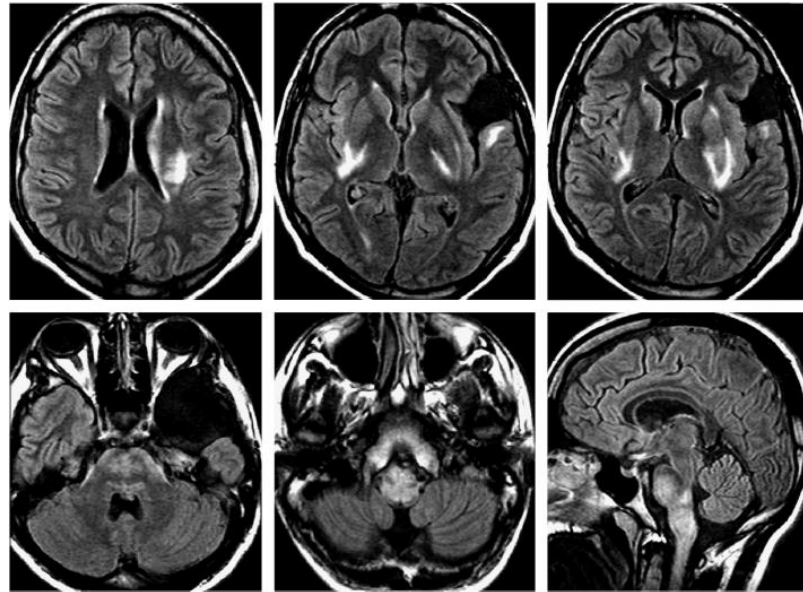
Brain MRI showing an increase of signal in T2/Flair in bilateral basal ganglia and brain stem.
